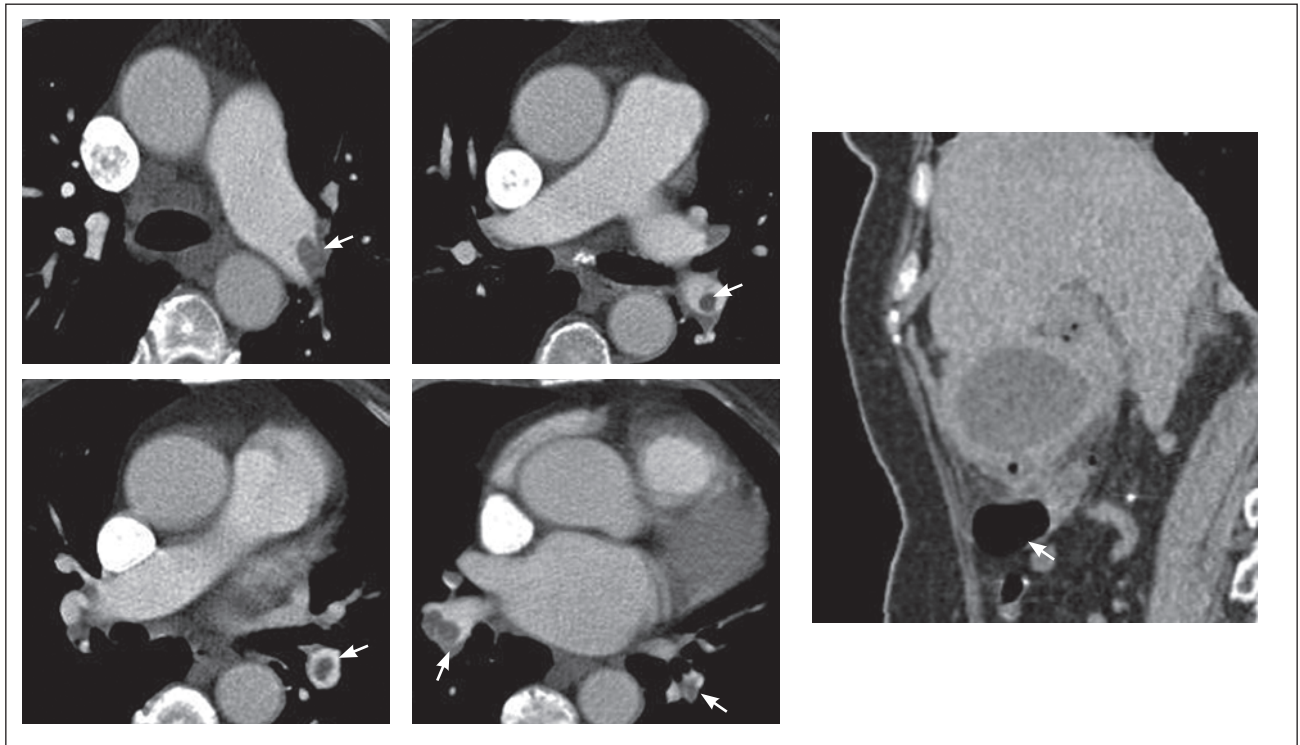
КТ із внутрішньовенним контрастуванням (Томогексол 350). Гангренозний/емфізематозний холецистит на фоні підгострої тромбоемболії легеневої артерії
